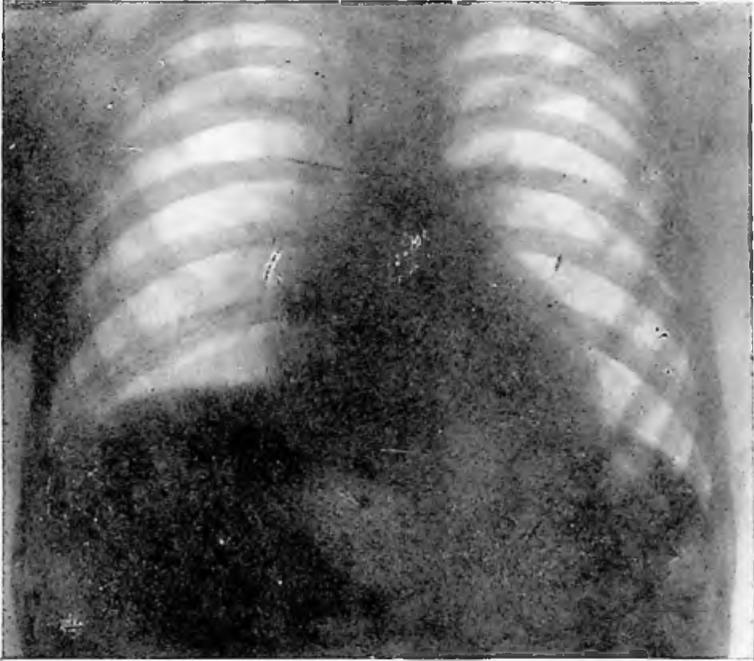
Obs. XXIV: Tele-radiografia do tórax.
